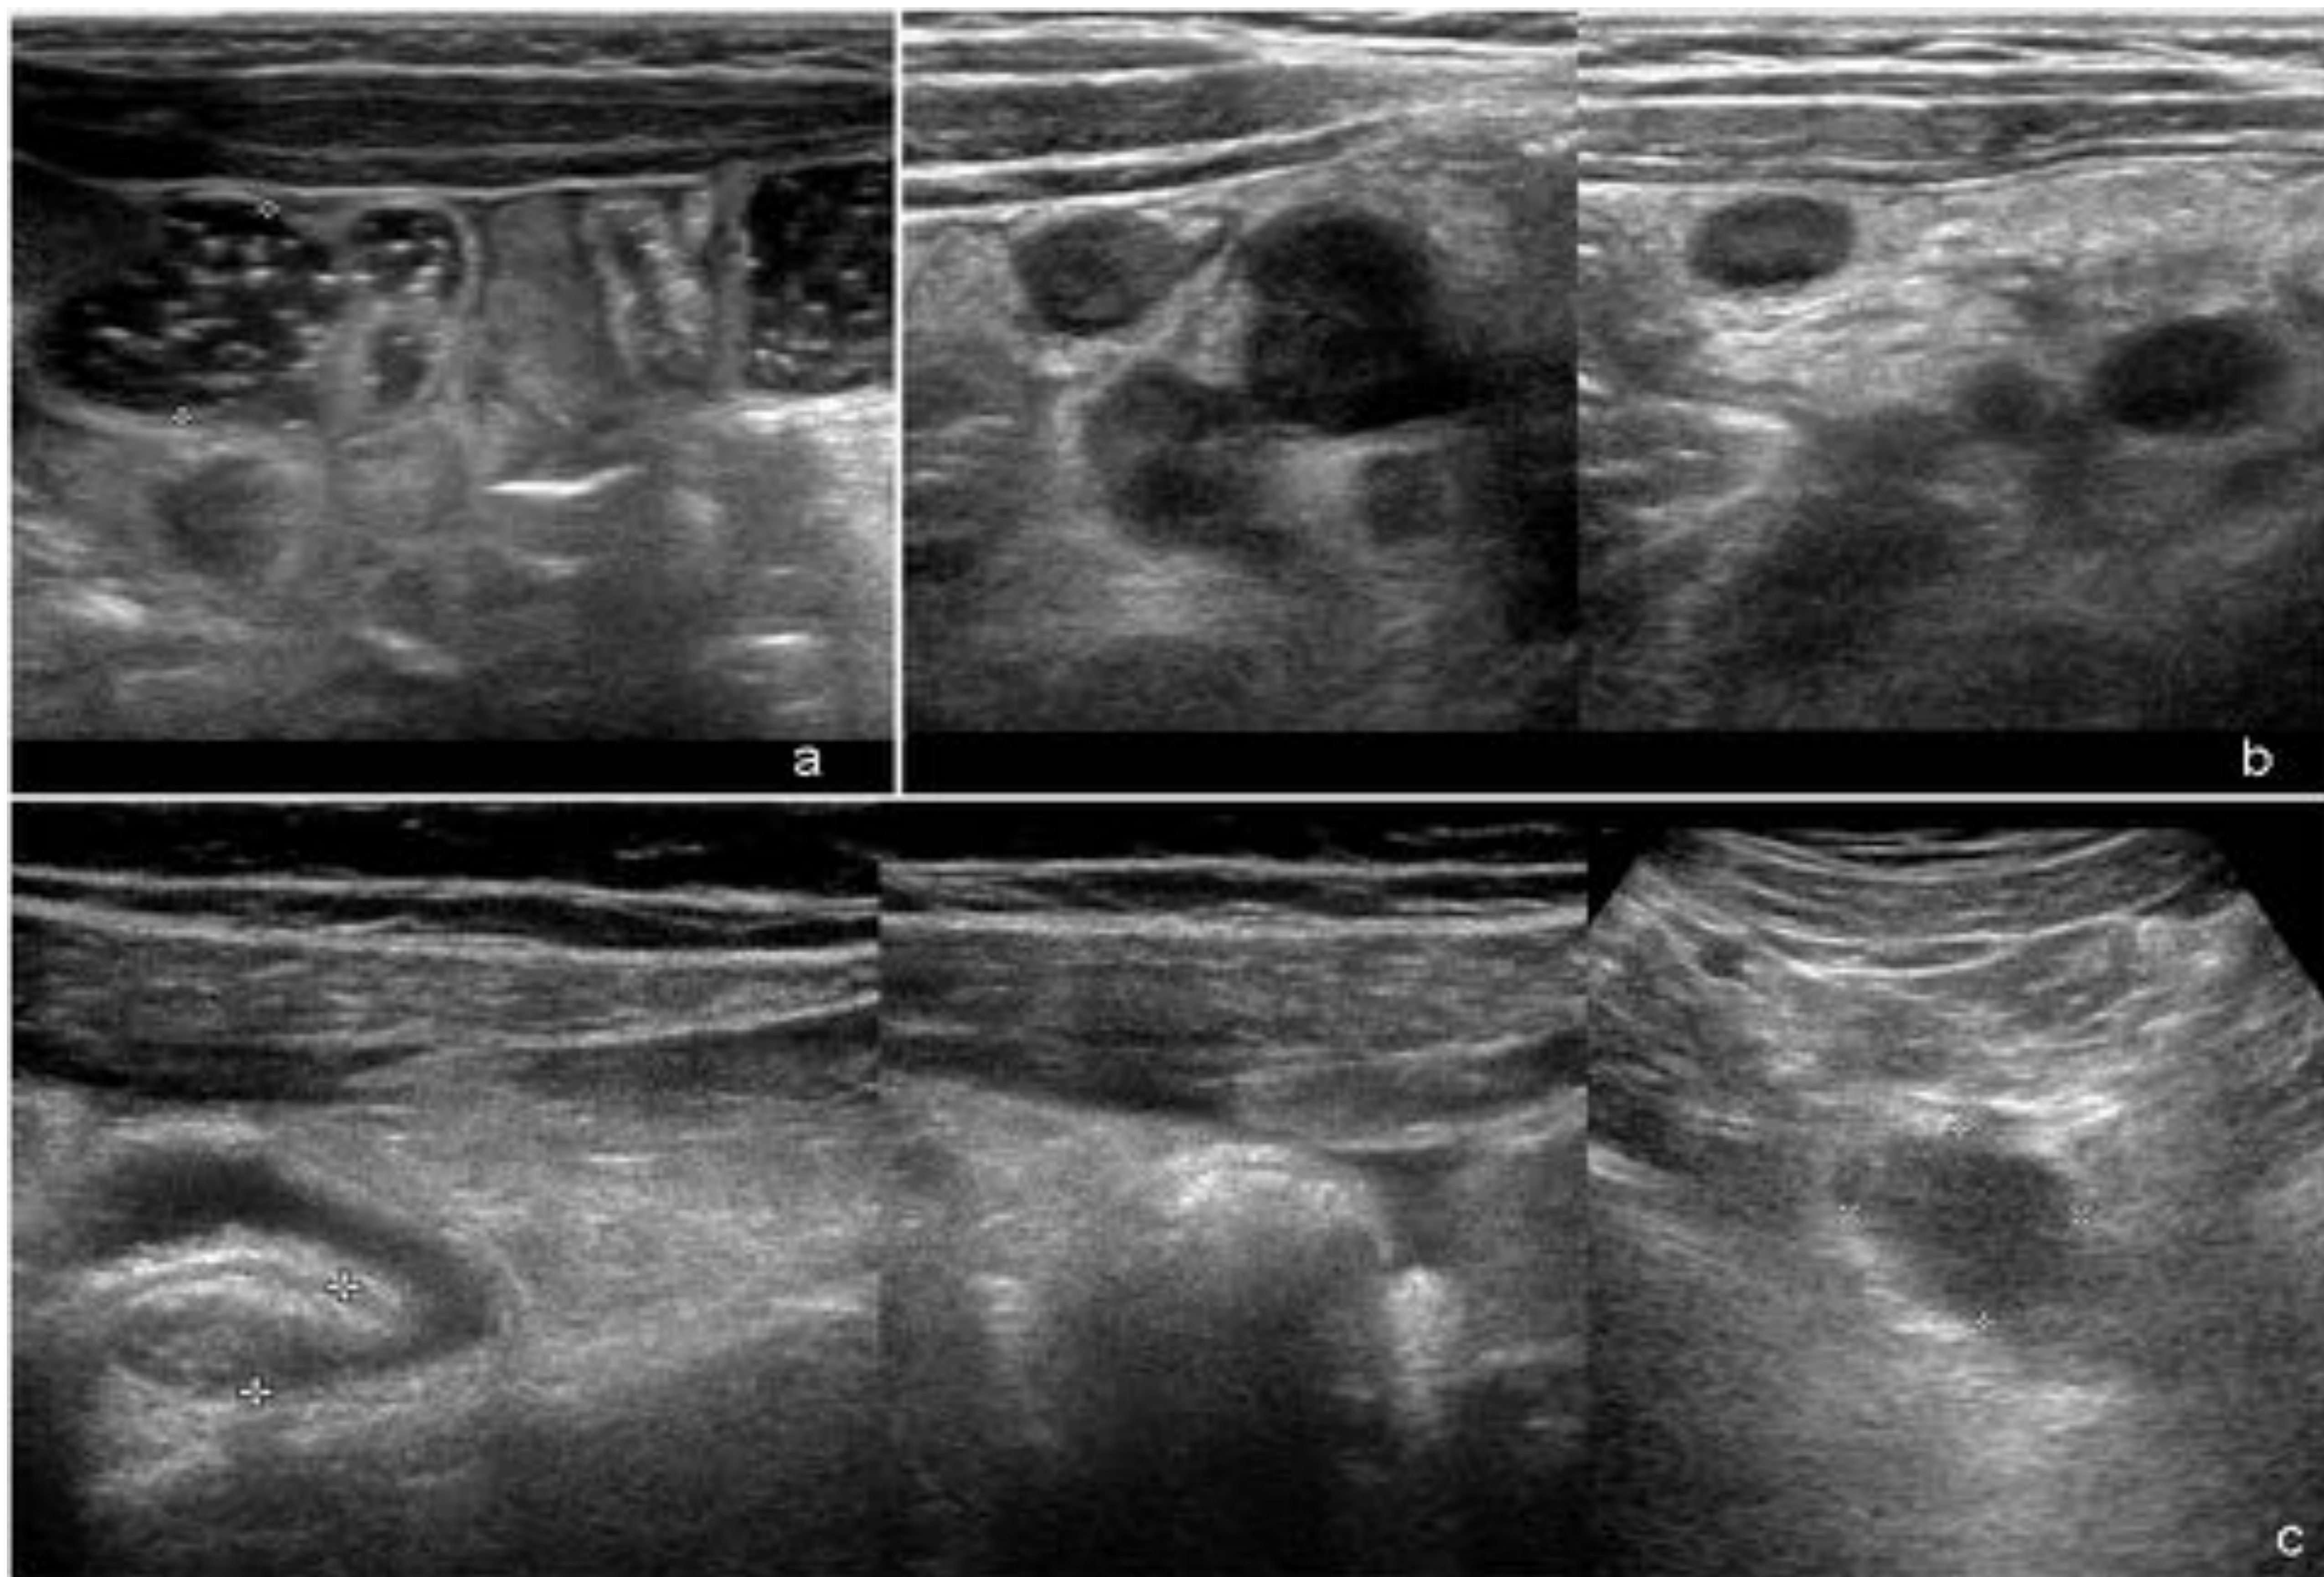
Diagnóstico diferencial con apendicitis aguda. Gastroenteritis aguda (a): Paciente con dolor abdominal, diarrea y vómitos de 3 días de evolución, afebril. En ecografía se observan asas de delgado dilatadas con contenido líquido sin engrosamiento parietal ni cambios inflamatorios regionales. Adenitis mesentérica (b): Fiebre alta de 36 horas de evolución con dolor abdominal de 24 horas periumbical y FID. Aumento de la PCR. En ecografía se observan múltiples adenopatías mesentéricas en FID y periumbicales con cambios inflamatorios leves regionales. Apendicitis epiploica (c): Dolor abdominal de 3 días de evolución en aumento en las últimas 24 horas. En ecografía se aprecian cambios inflamatorios en FID con pequeña cantidad de líquido libre y una imagen hipocogénica mal delimitada. La laparoscopia muestra una apendicitis epiploica con reacción peritoneal y escasa cantidad de líquido libre no purulento
